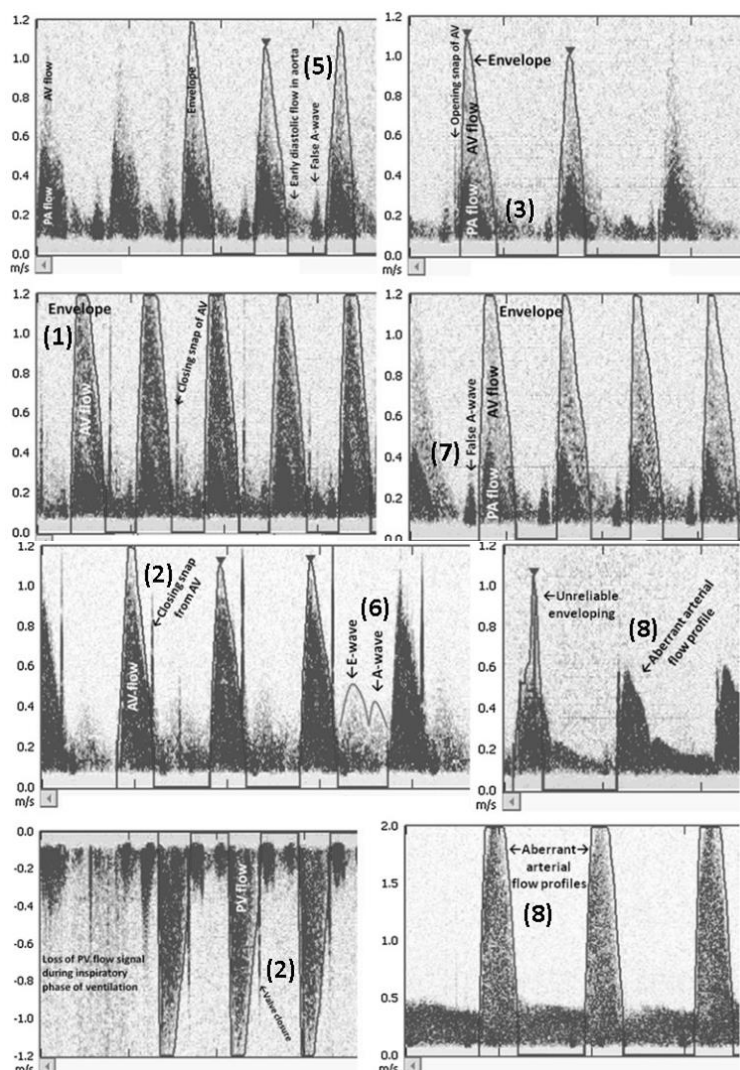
Caractéristiques et critères de qualité du flux doppler obtenu en fenêtre suprasternale (annotations en rapport avec le Tableau 1)
